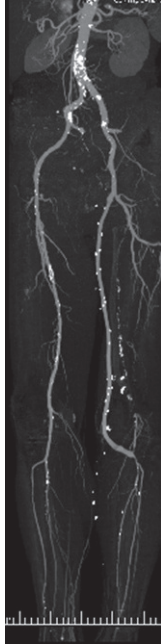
Contrôle d'un pontage fémoropoplité en angio-TDM, en mode MIP après segmentation osseuse.
